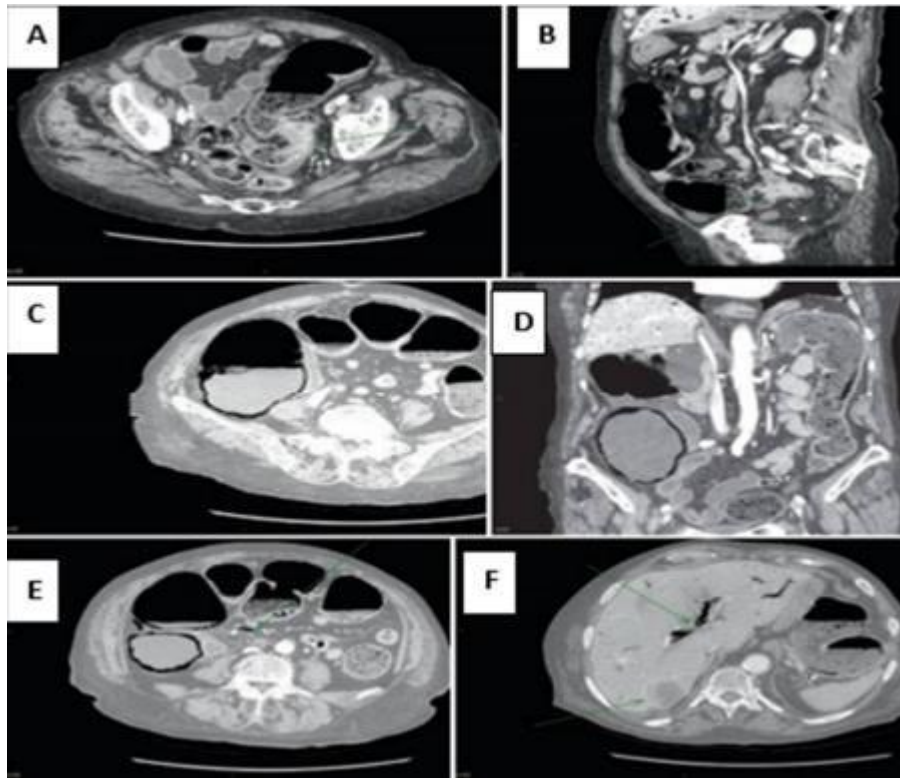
TDM objectivant une tumeur sigmoïdienne avec distension colique importante [64]
